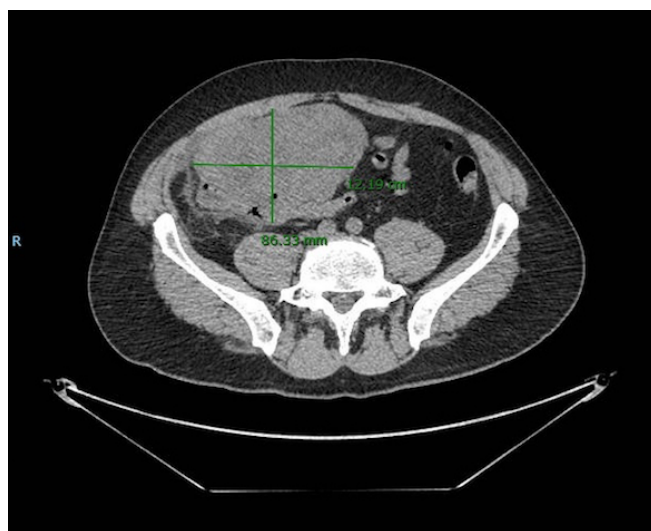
TAC con contraste iv: corte transversal.
